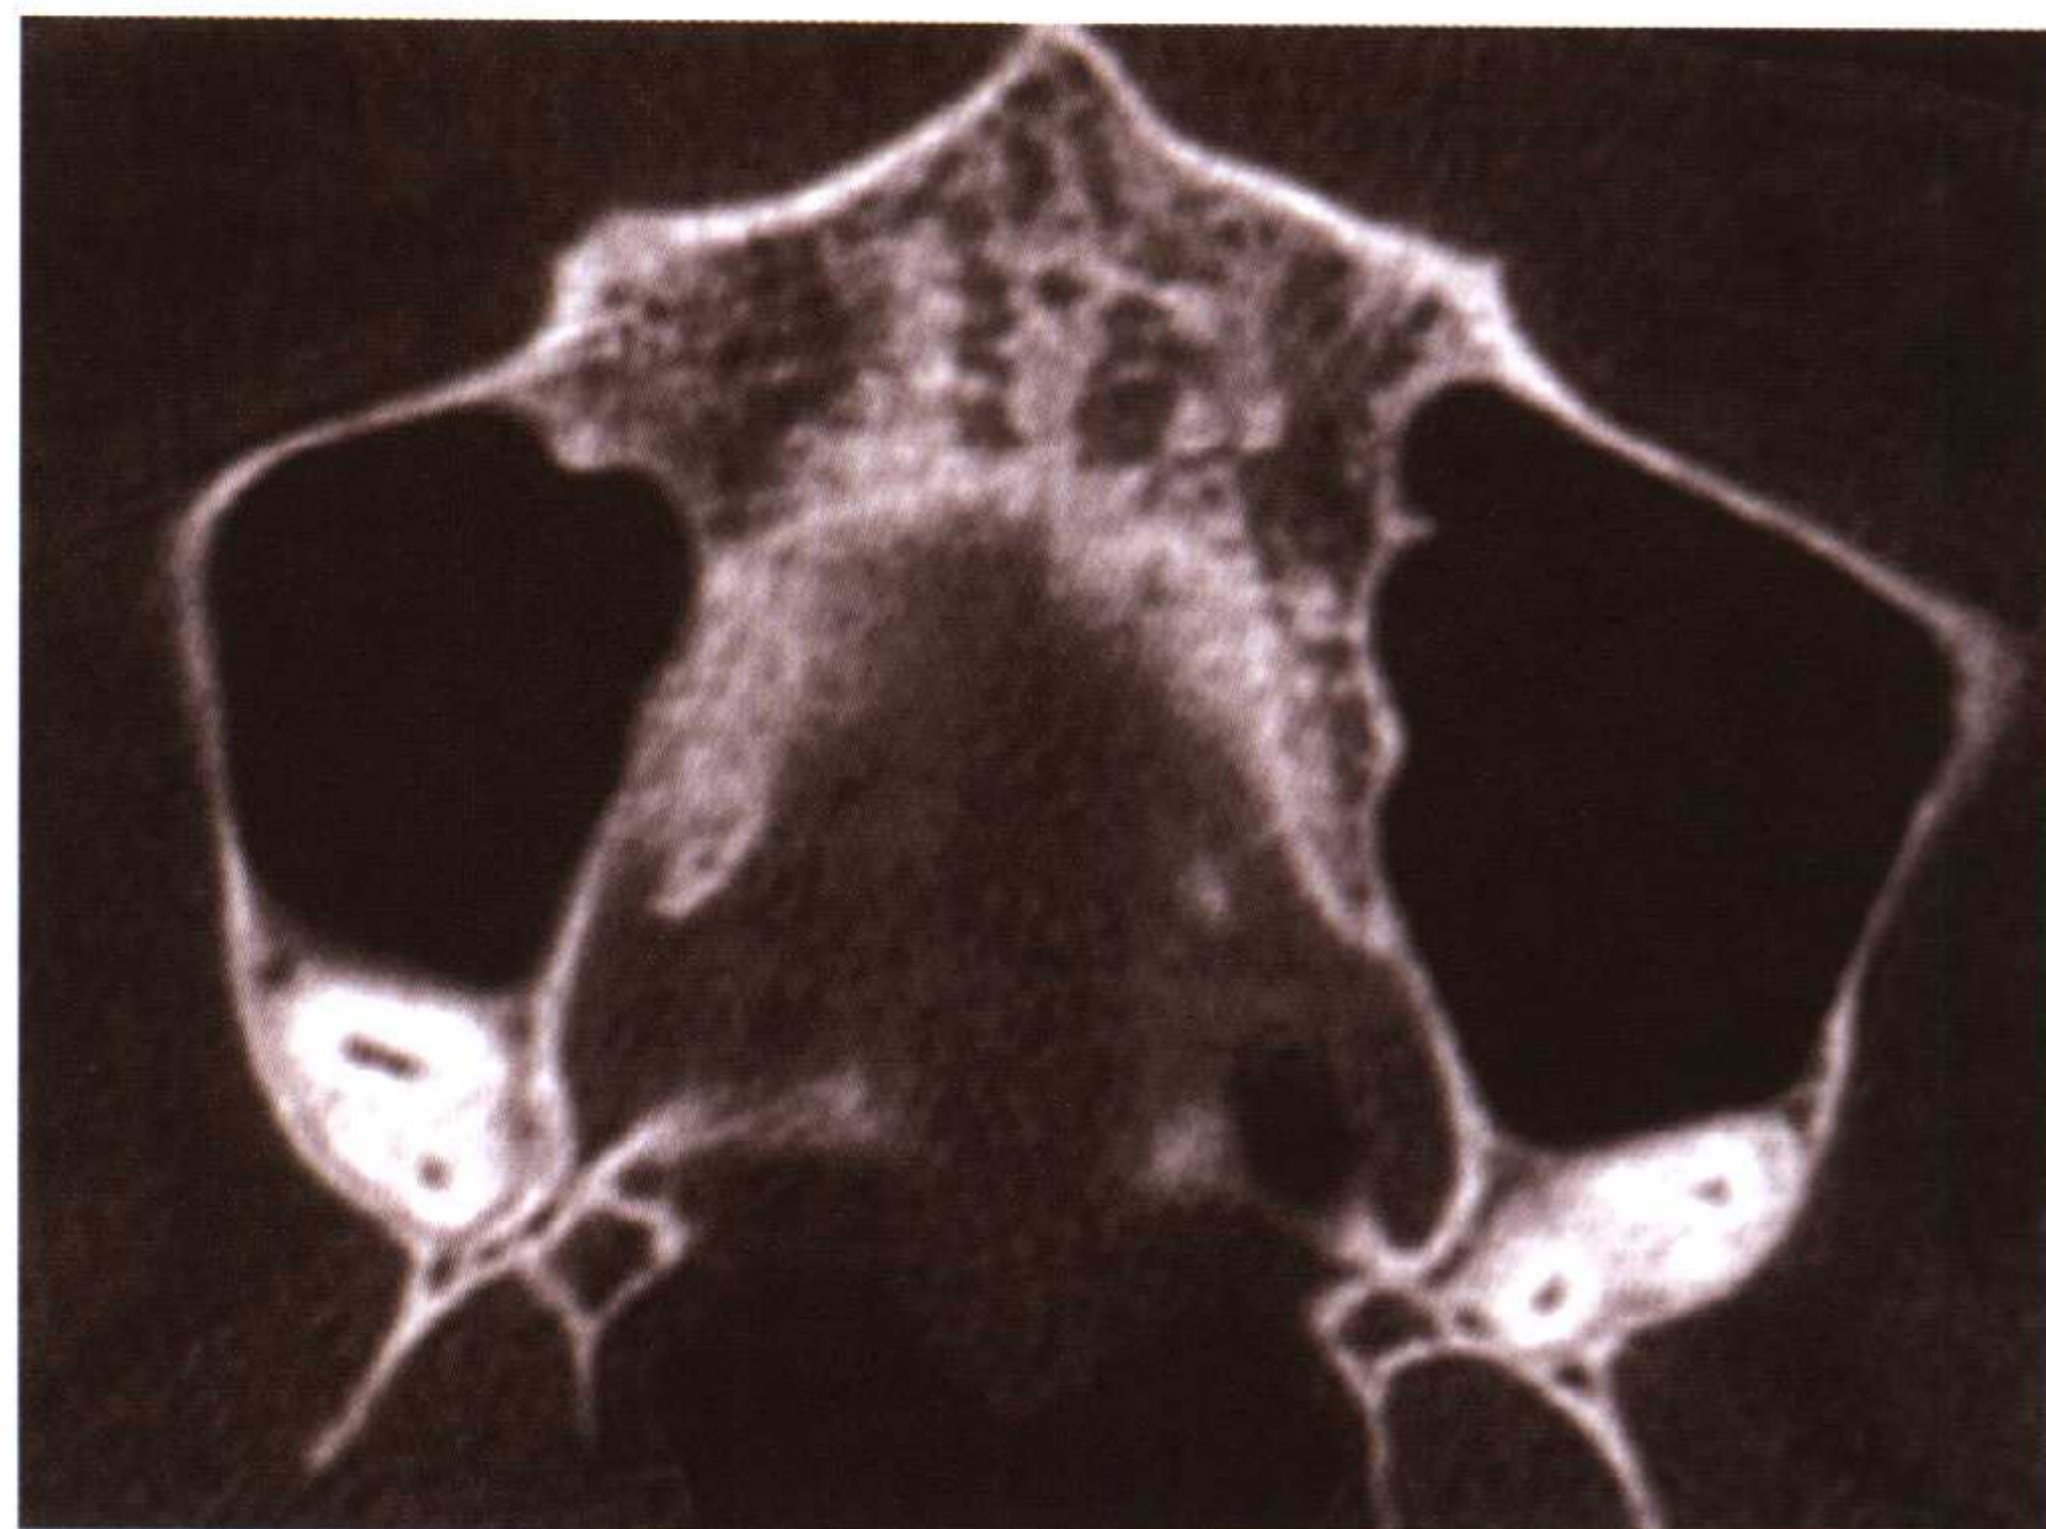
CT检查显示左右上颌第三磨牙均有2~3个分根，位于上颌窦和翼颌区之间的狭小空间内
